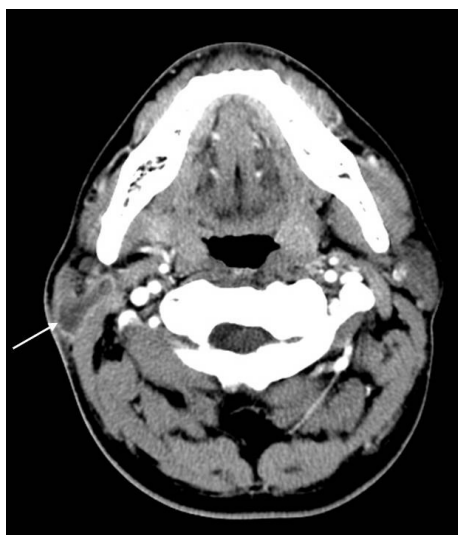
Parotid abscess in a 28-year-old man with palpable mass in right infraauricular neck. Postcontrast CT scan shows solitary abscess (arrow) in right parotid gland.
